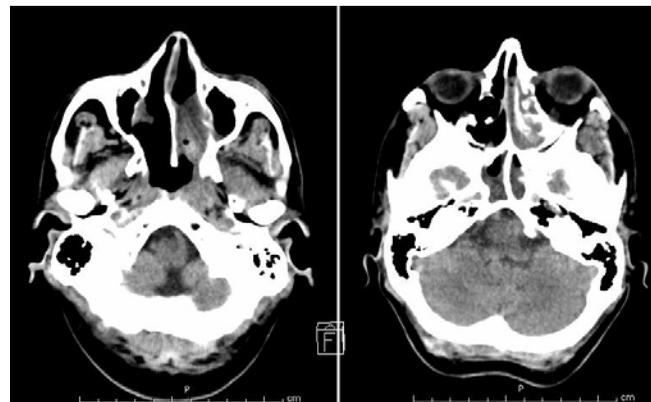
Tomografía Axial Computada Cerebral con contraste que muestra compromiso inflamatorio sinusoidal izquierdo, celdillas etmoidales y seno esfenoidal.
